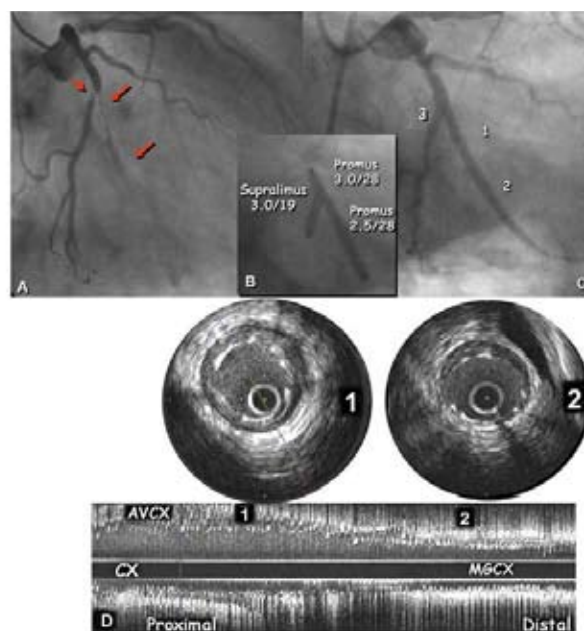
A, B e C: Angiografía durante implante de stents y ultrasonografía intracoronaria
